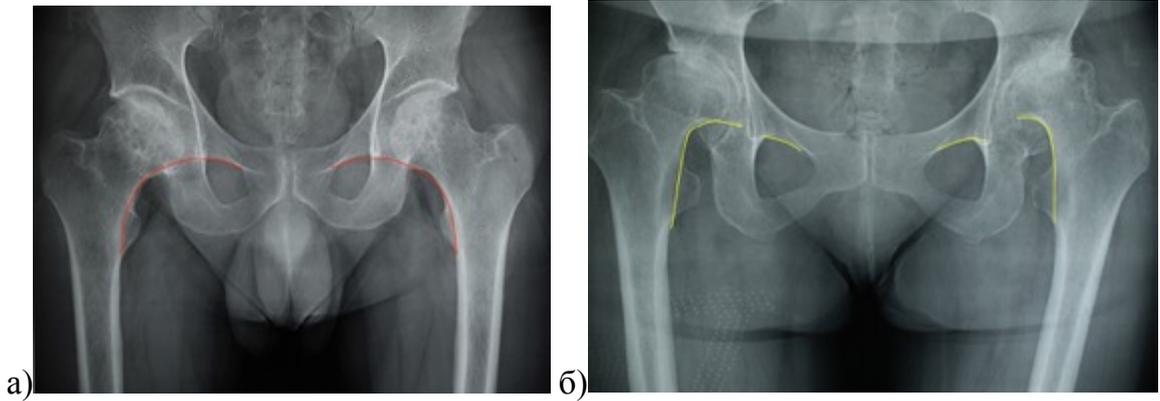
Линия Шентона на обзорной рентгенограмме таза в норме (а) и ее разрыв при подвывихе бедренной кости на фоне ацетабулярной дисплазии (б)
